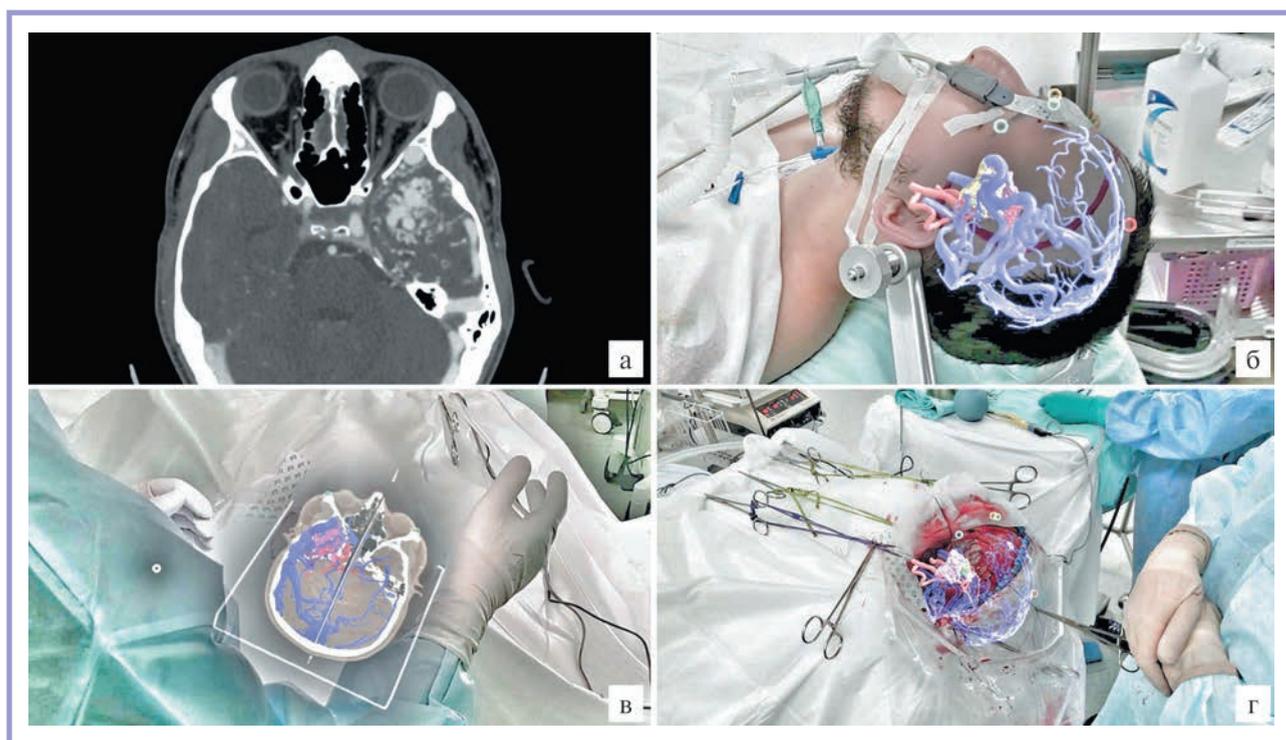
Проекция компьютерно-томографической ангиографии пациента с артериовенозной мальформацией левой височной доли Spetzler-Martin III.
